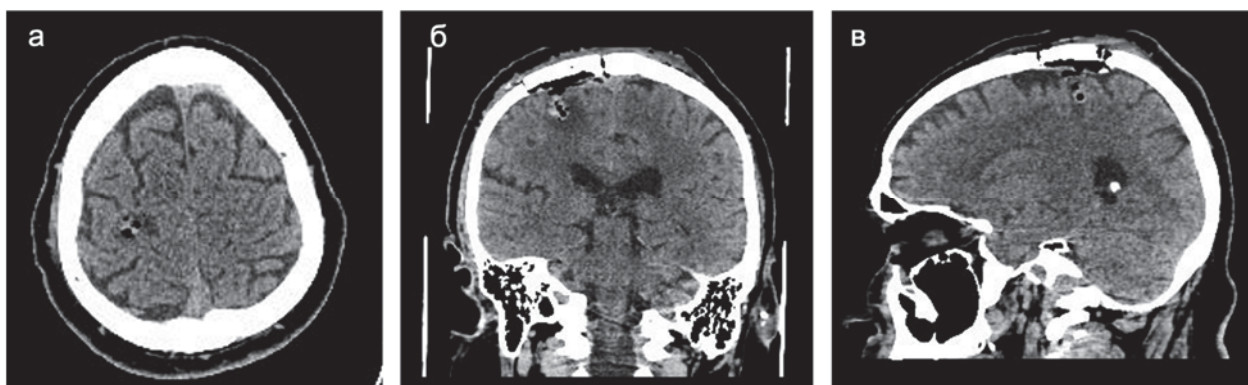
Контрольная СКТ головы на следующие после операции сутки. Визуализируется небольших размеров послеоперационная полость, заполненная воздухом, геморрагических осложнений не выявлено:
